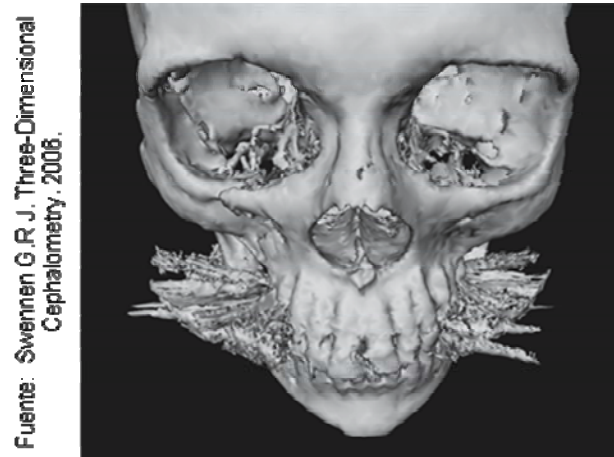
Tomografía que muestra artefactos que distorsionan la imagen debido a las obturaciones con amalgamas.
